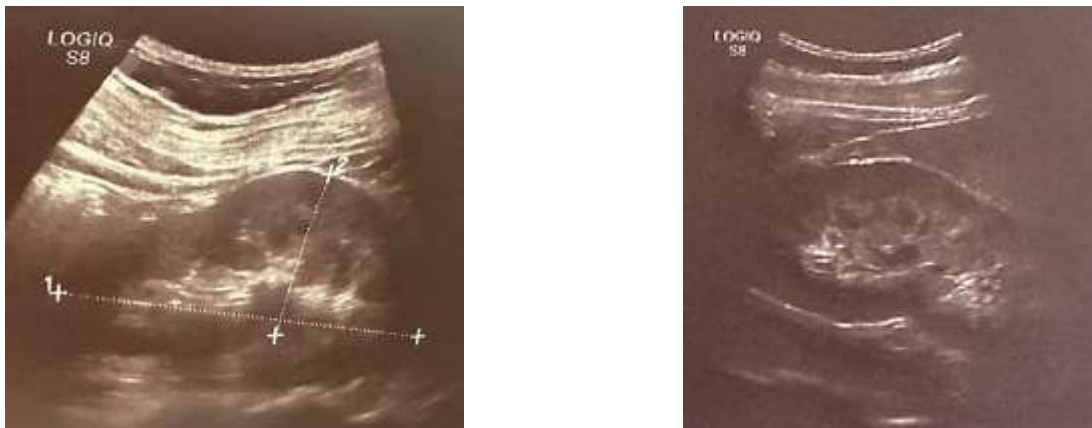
УЗИ почек у пациентки А., 35 лет
